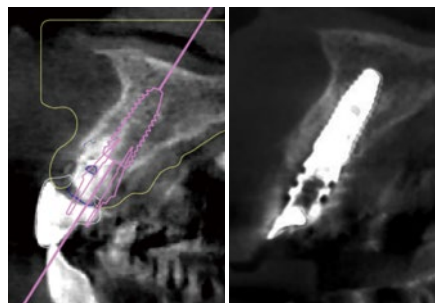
術前に計画した埋入ポジション(左)と実際の埋入後のCT矢状断像(右)
